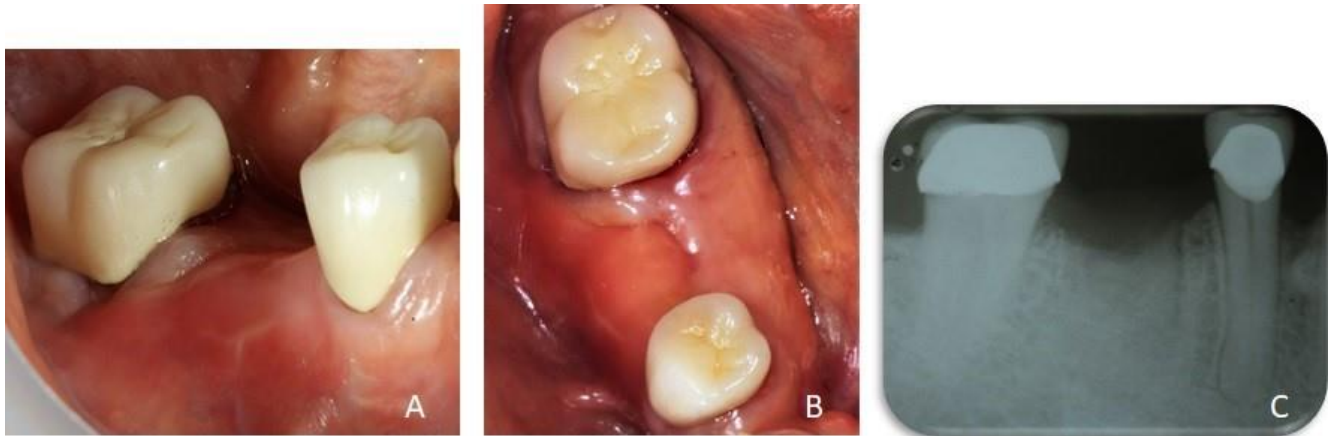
Vista frontal donde se observa cicatrización de tejidos blandos de la zona del diente 4.6 al mes de la preservación alveolar (A). Vista oclusal (B). Radiografía periapical de preservación alveolar del diente 4.6 donde se observa injerto óseo en el alvéolo.
